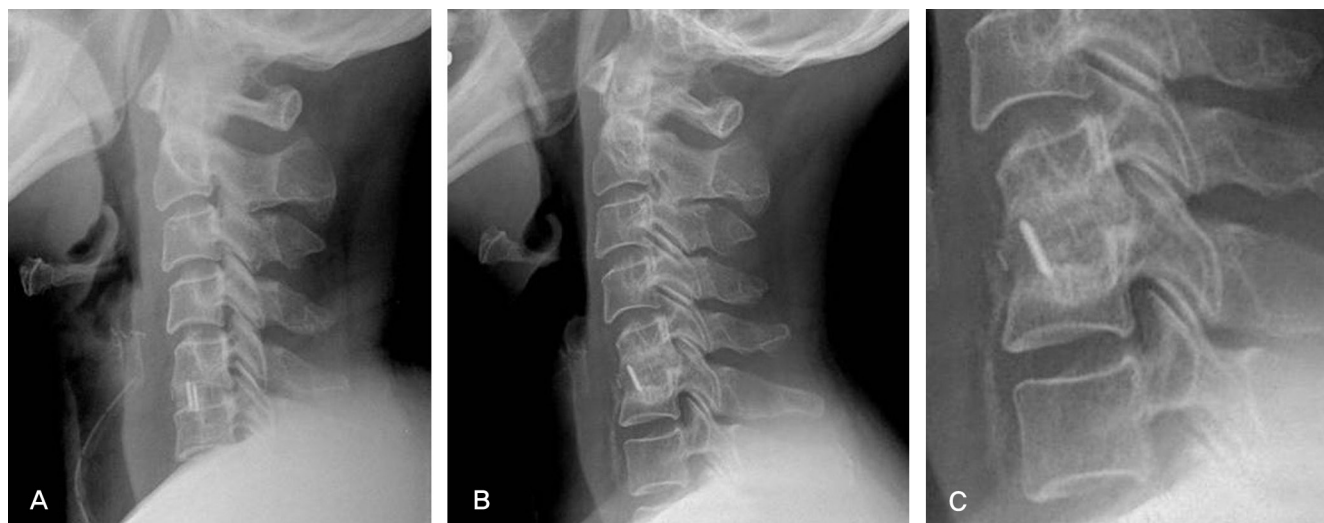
Thirty-eight-year-old female status post ACDF-CA at C5-C6, (A) postoperative plain lateral radiograph; (B, C) plain lateral radiograph 2 years postsurgery showing anterior migration of cage approximately 40 however, bony fusion developed outside the cage in the posterior intervertebral disc space.
